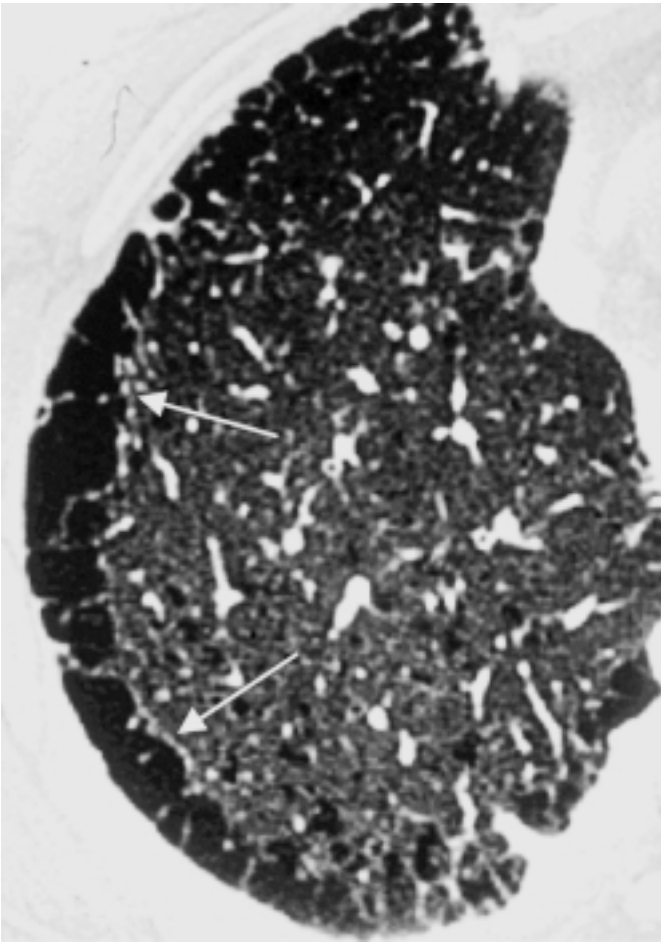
HRCT: Paraseptales Emphysem mit erniedrigter Dichte in den subpleural gelegenen Lobuli (Pfeile).
